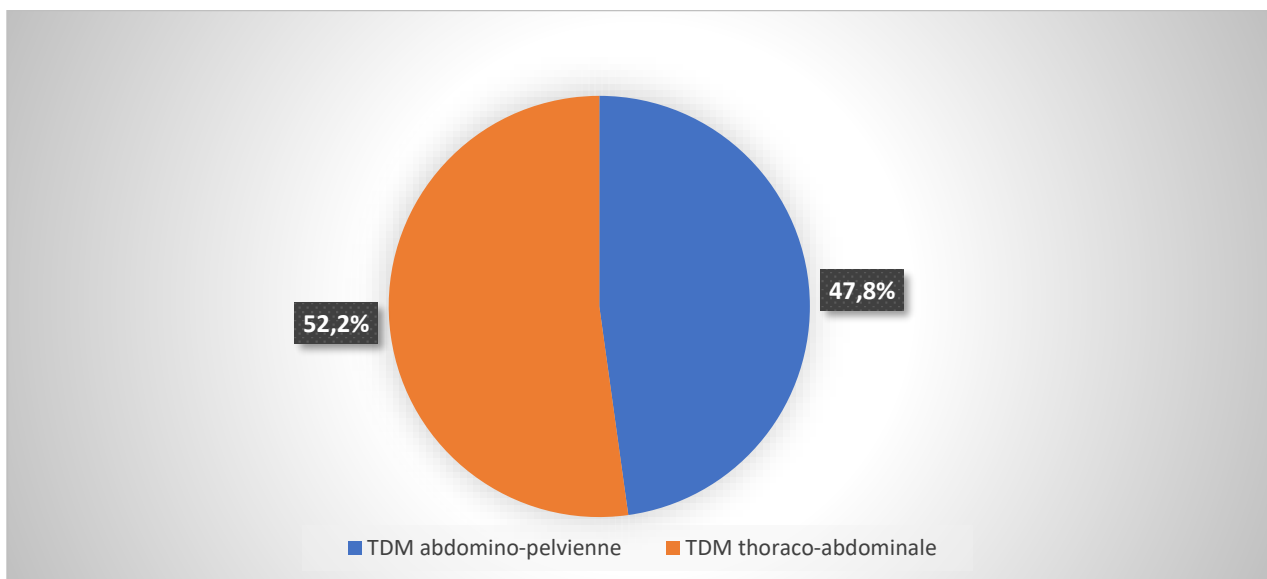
Répartition des patients selon le type de tomodensitomètre (TDM)
